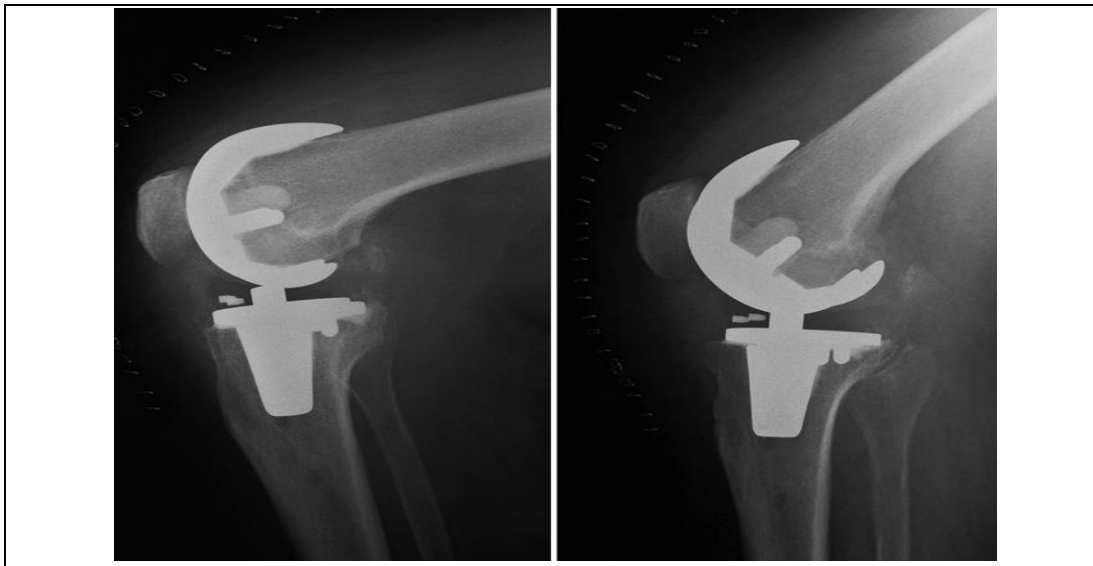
Röntgenologisches Bild eines ungekoppelten bikompartimentellen Oberflächenersatzes mit einer rotierenden Plattform am zweiten postoperativen Tag in 30° und 90° Beugung (Mittelmeier et al., 2011, S. 78)
